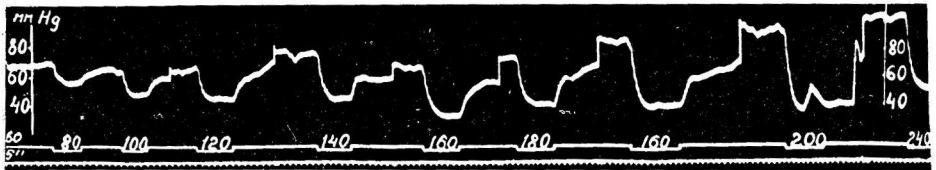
Депрессорные эффекты, вызываемые повышением перфузионного давления в изолированном каротидном синусе (понижения линии отметчика) от 60 мм последовательно до 80, 100, 120, 140, 160, 180, 160, 200 и 240 мм рт. ст. Интервалы между пробами — 5—10 мин. при давлении в синусе 60 мм. Обозначения те же, что на рис. 1. (Примечание: зубец на кривой давления крови в 8-й пробе вызван случайной технической погрешностью).
